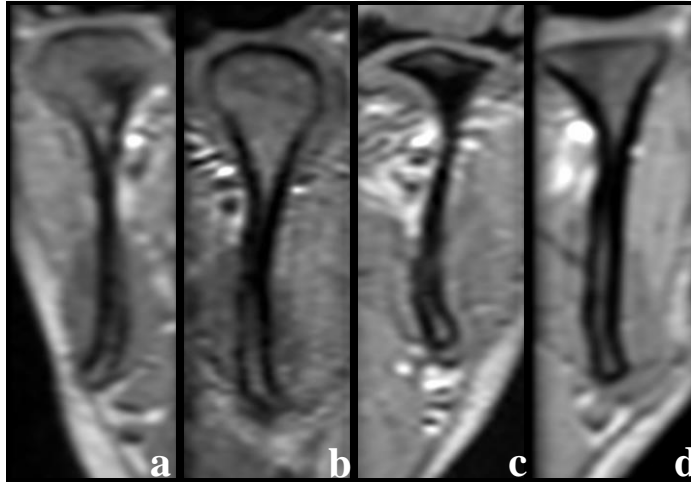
Proton dansite ağırlıklı MRG sagittal kesitte disk morfolojisi sınıflaması.
